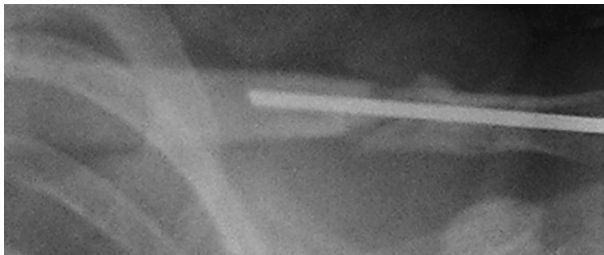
Больной Д., 10 лет. Интраоперационная контрольная рентгенограмма поврежденной ключицы: внутрикостная фиксация отломков спицей Киршнера, при этом сохраняется межфрагментарный диастаз
